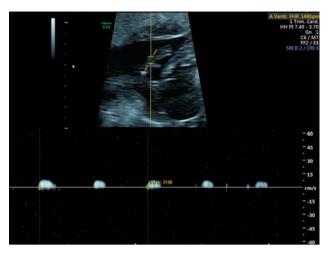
Кровоток в артерии пуповины непосредственно после трансфузии.
